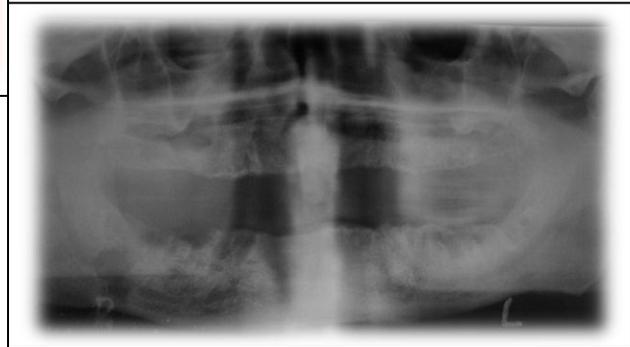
Ortopantomografía correspondiente al paciente de la figura 6
